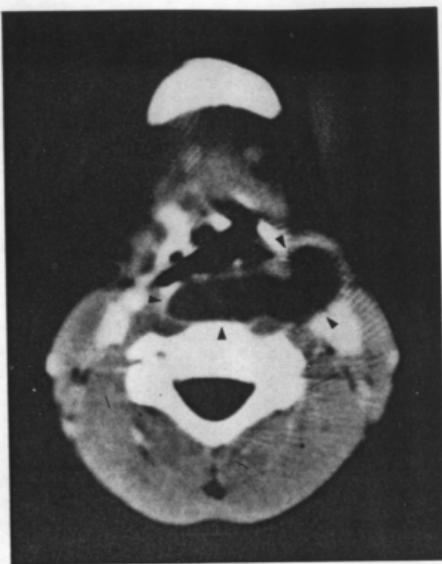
술전 컴퓨터 단층 사진 : 인두후부에 거대한 낭성 종물이 보인다. (5.0×3.0 cm)
